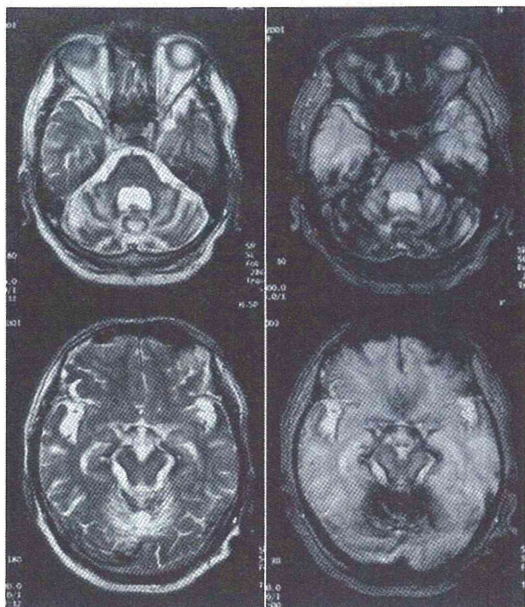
脳表ヘモシデリン沈着症(古典型)の頭部MRI
